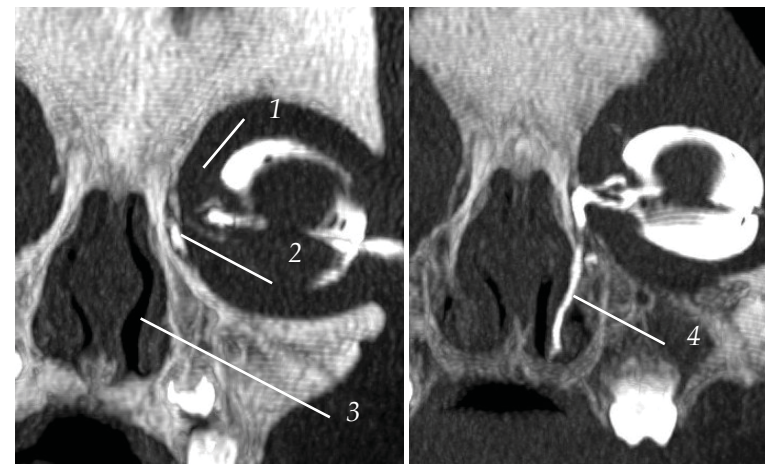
Компьютерная томография с контрастированием слезных путей в коронарной проекции (1 - значительное сужение устья слезных канальцев; 2 - слезный мешок; 3 - костная часть носослезного канала закрытая рубцовой грануляционной тканью; 4 - слезоотводящая система этого же пациента сразу после бужирования).
